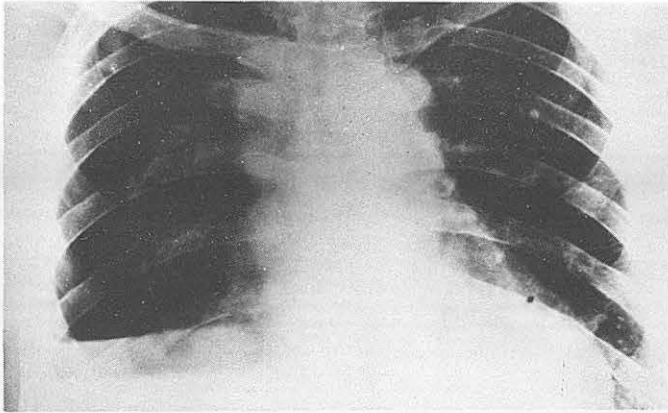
Radiografía de J.P. afecto de mesotelioma pleural maligno. Obsérvese el hidroneumotórax después de múltiples punciones.
